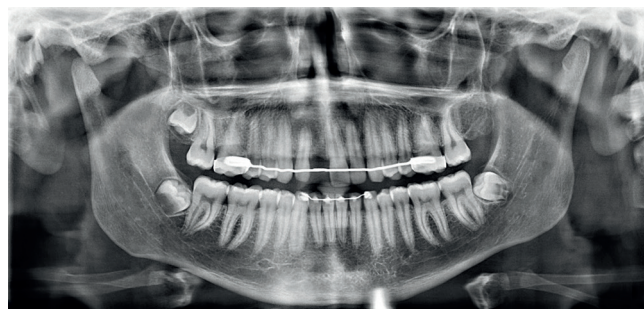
Ortopantomografía del paciente con retención fija superior e inferior posterior al tratamiento de ortodoncia con brackets.
